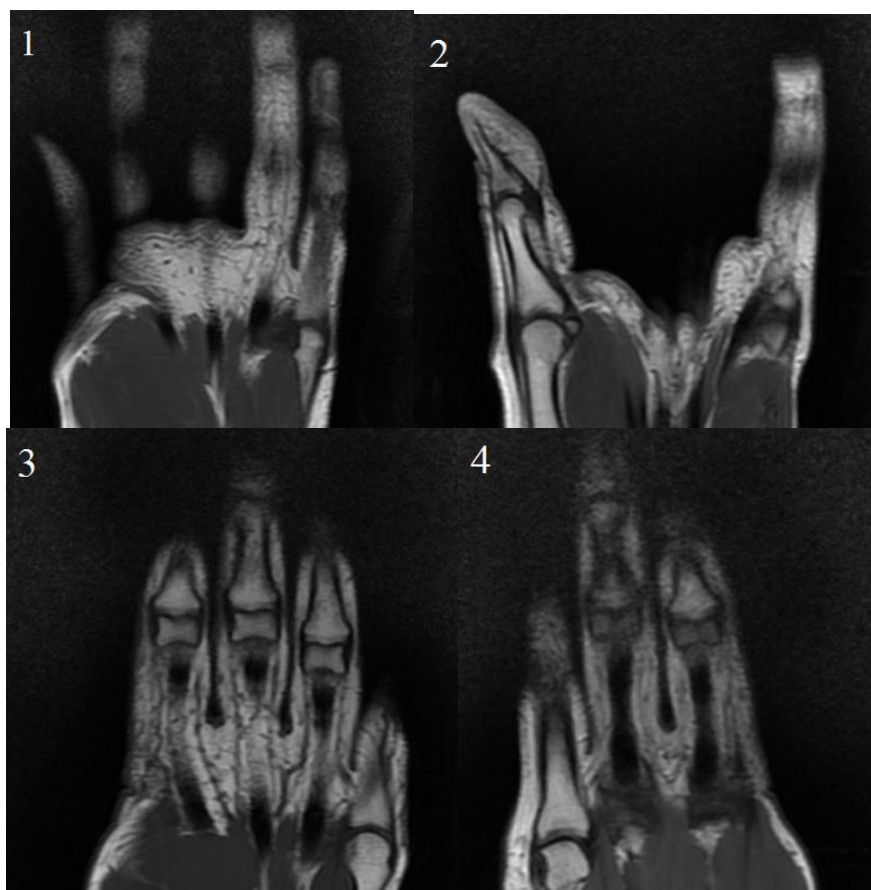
МР-томограммы кистей пациентки Н.
